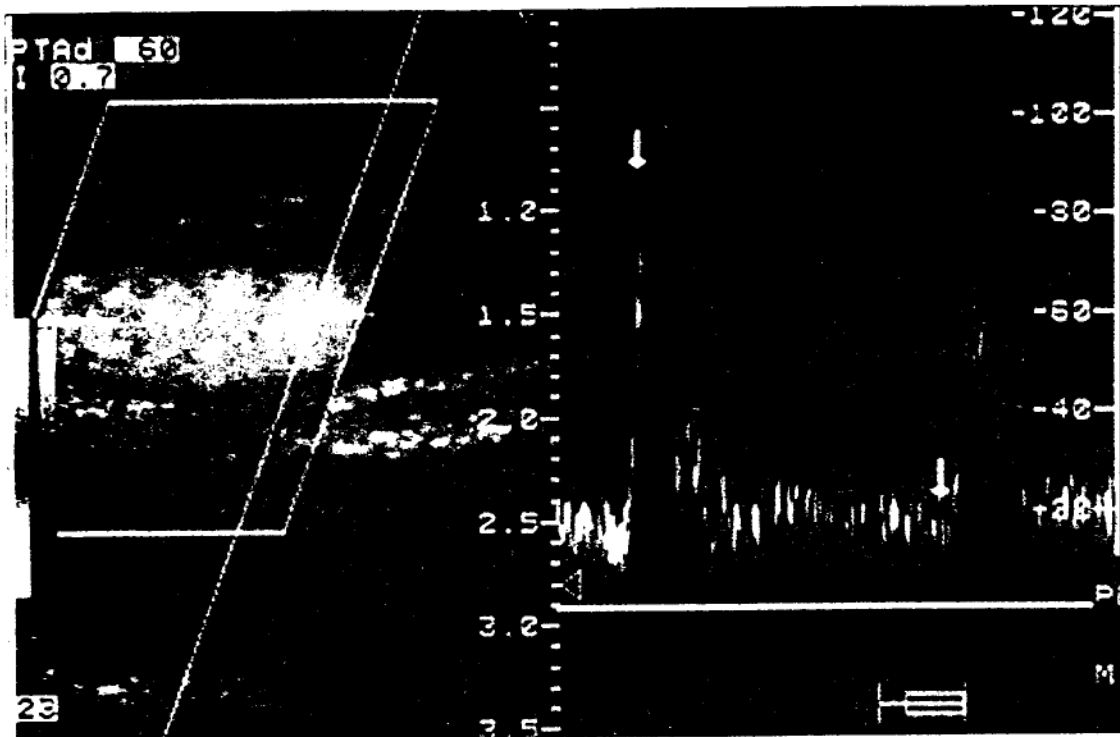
Doppler la nivelul arterei carotide comune - aspect normal
